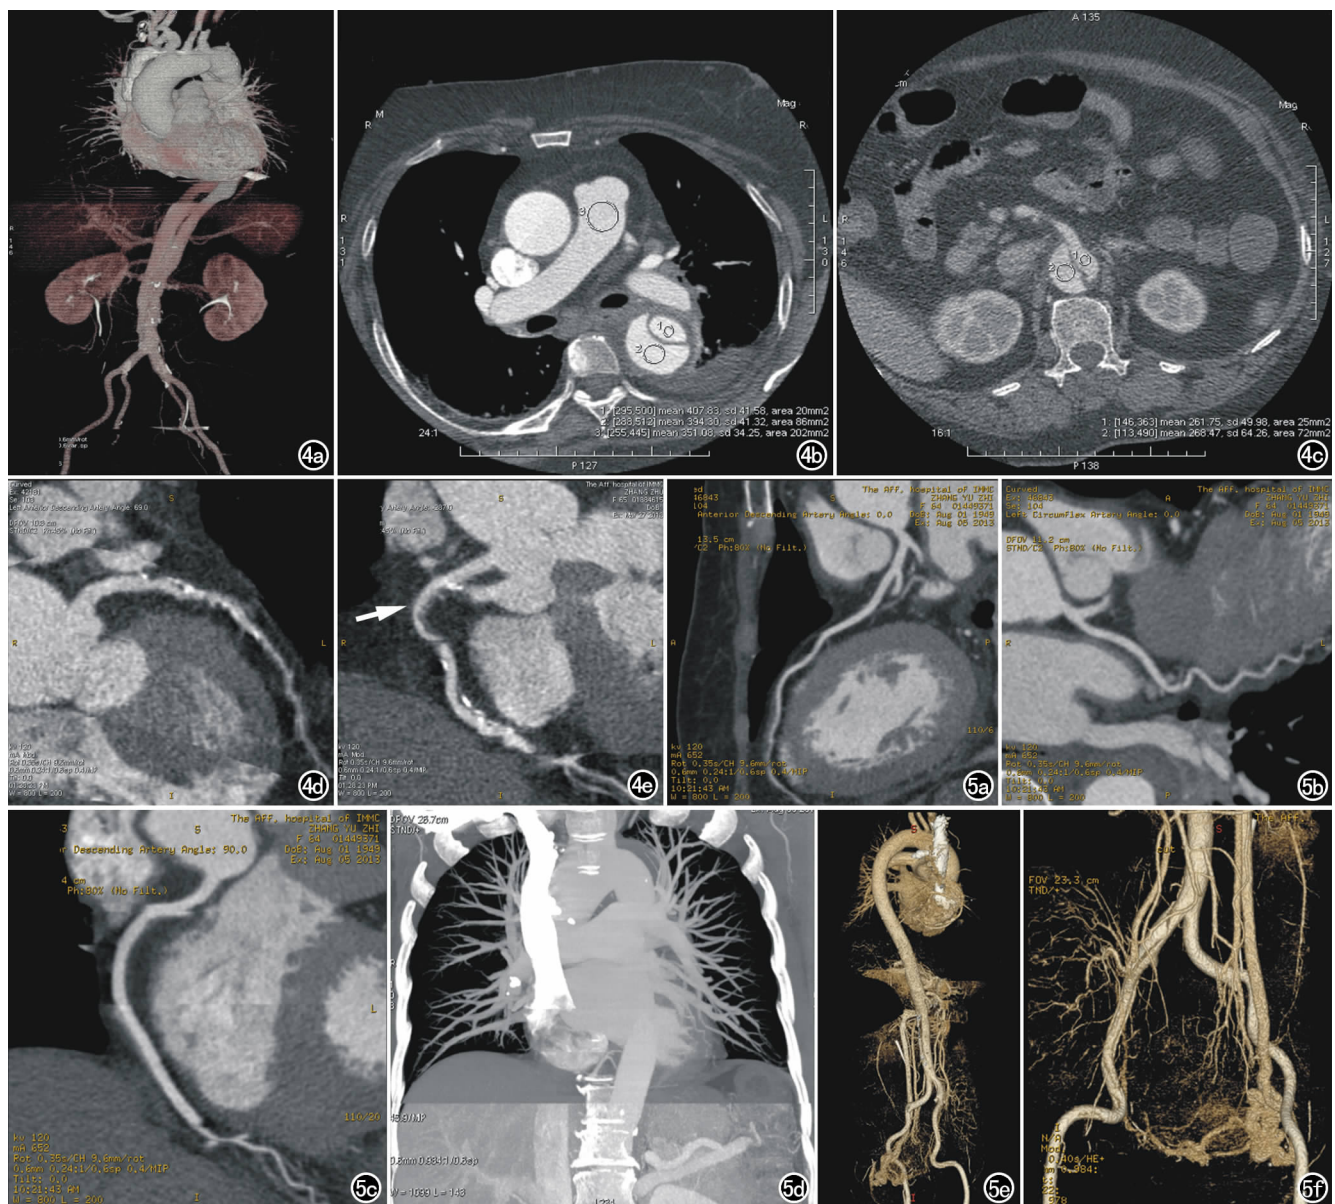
女, 65 岁, 因急性胸痛入院, 行改良 TRO 扫描。a) De Bakey III B 型 AD 的 VR 图; b) 降主动脉胸段真假腔与肺动脉 CT 强化值(真腔、假腔和肺动脉 CT 值分别为 407, 394 和 351HU); c) 腹主动脉真假腔 CT 强化值(真腔 261HU, 假腔 268HU); d) 前降支近中段轻度狭窄; e) 右冠状动脉近段一处狭窄约 57%(箭)。图 5 男, 40 岁, De Bakey III B 型夹层保守治疗后, 改良 TRO 扫描。a) 前降支 CPR 图像; b) 回旋支 CPR 图像; c) 右冠状动脉 CPR 图像; d) 肺动脉 MIP 图像; e) 全主动脉、肺动脉、心脏 VR 图; f) 腹主动脉及左侧髂总动脉、髂外动脉游离内膜片显示清晰。
